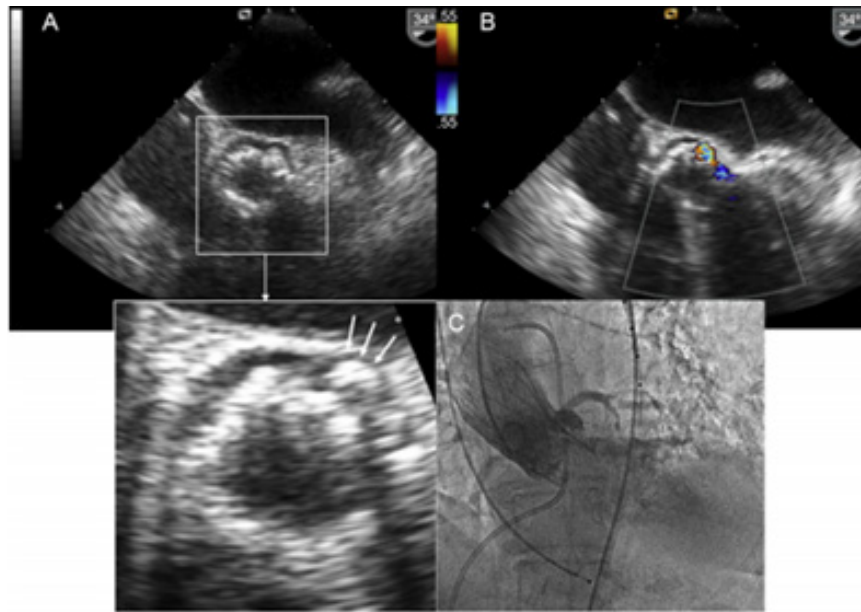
Las flechas blancas muestran el nódulo de calcio que impide la coaptación de la Core Valve al tejido periprotésico. B: insuficiencia periprotésica pese a la correcta posición de la prótesis evaluada mediante Doppler color. C: imagen angiográfica.
